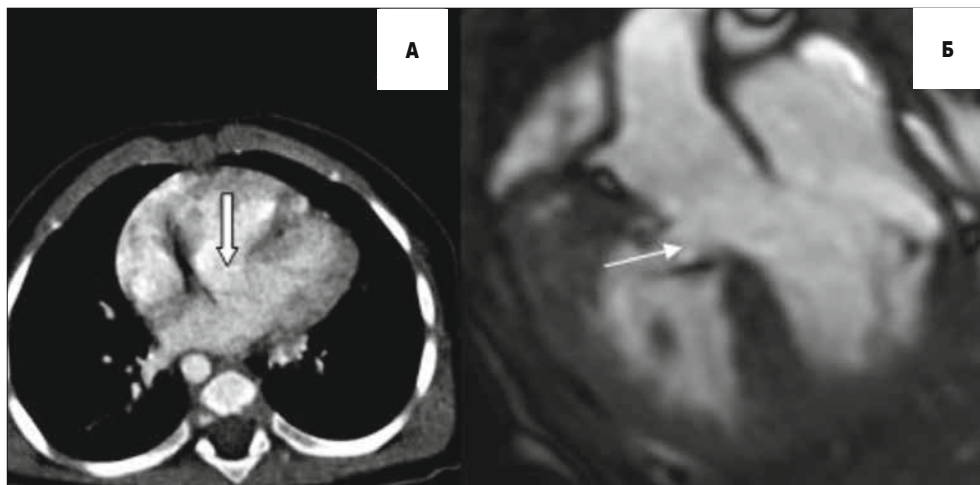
Перимембранозні ДМШП у різних пацієнтів. МДКТ (А): зріз в аксіальній площині, дефект вказано стрілкою. МРТ (Б): зображення «біла» кров у косій сагітальній площині
